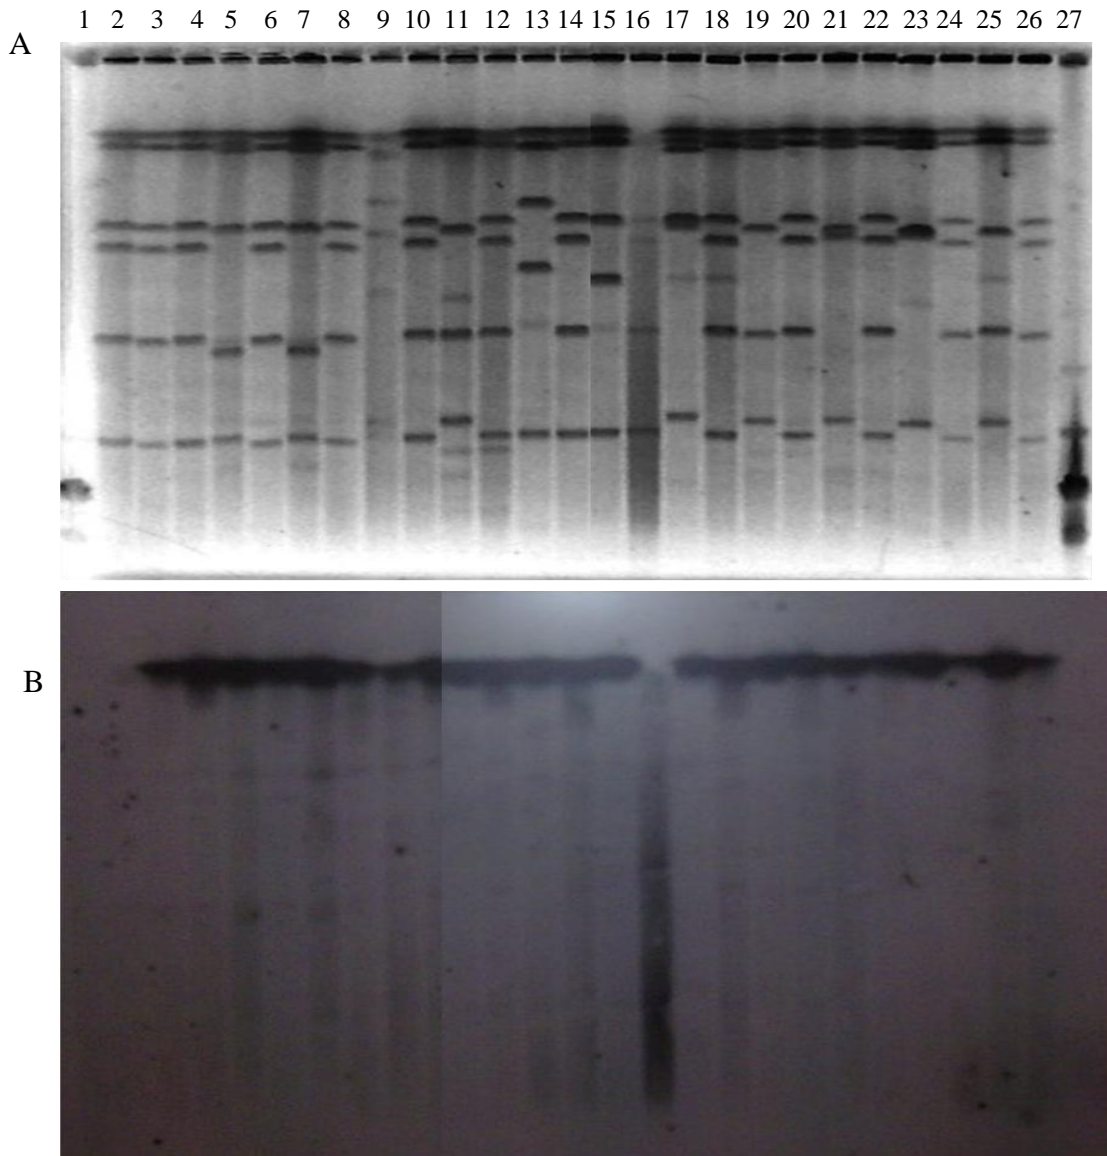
A-PFGE do DNA genómico sujeito a restrição com *I-CeuI* de isolados selvagens, recetora *E. faecium* GE1 e respetivos transconjugantes. B- Ensaio de hibridação sobre uma membrana obtida a partir do gel da figura A em que foi usada uma sonda para o gene *pbp5* (primers P1 e P2 da Figura 8 da secção 9.1 do capítulo III). 1,27-Marcador (*Low Range PFG Marker*); *E. faecium* GE1 (perfil 2), transconjugantes (perfis 4-TCVD79C1.5 GE1; 6-TCSN71.1 GE1; 8-TCSN133.3 GE1; 10-TCHPH2.1 GE1; 12-TC28798.1 GE1; 14-TCH323.3 GE1; 16-TC70411.2 GE1; 18-TCH207.1 GE1; 20-TCE49.1 GE1; 22- TCE233.1 GE1; 24- TCE169.3 GE1; 26- TCE4.1 GE1) e selvagens (perfis 3-VD79C1; 5-SN71; 7-SN133; 9-HPH2; 11-28798; 13- H323; 15-70411; 17-H207; 19-E49; 21-E233; 23-E169; 25-E4).
